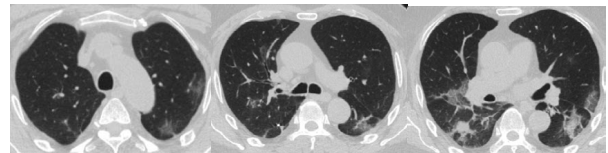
КТ легких пациента А., 64 года, от 04.07.20г.
